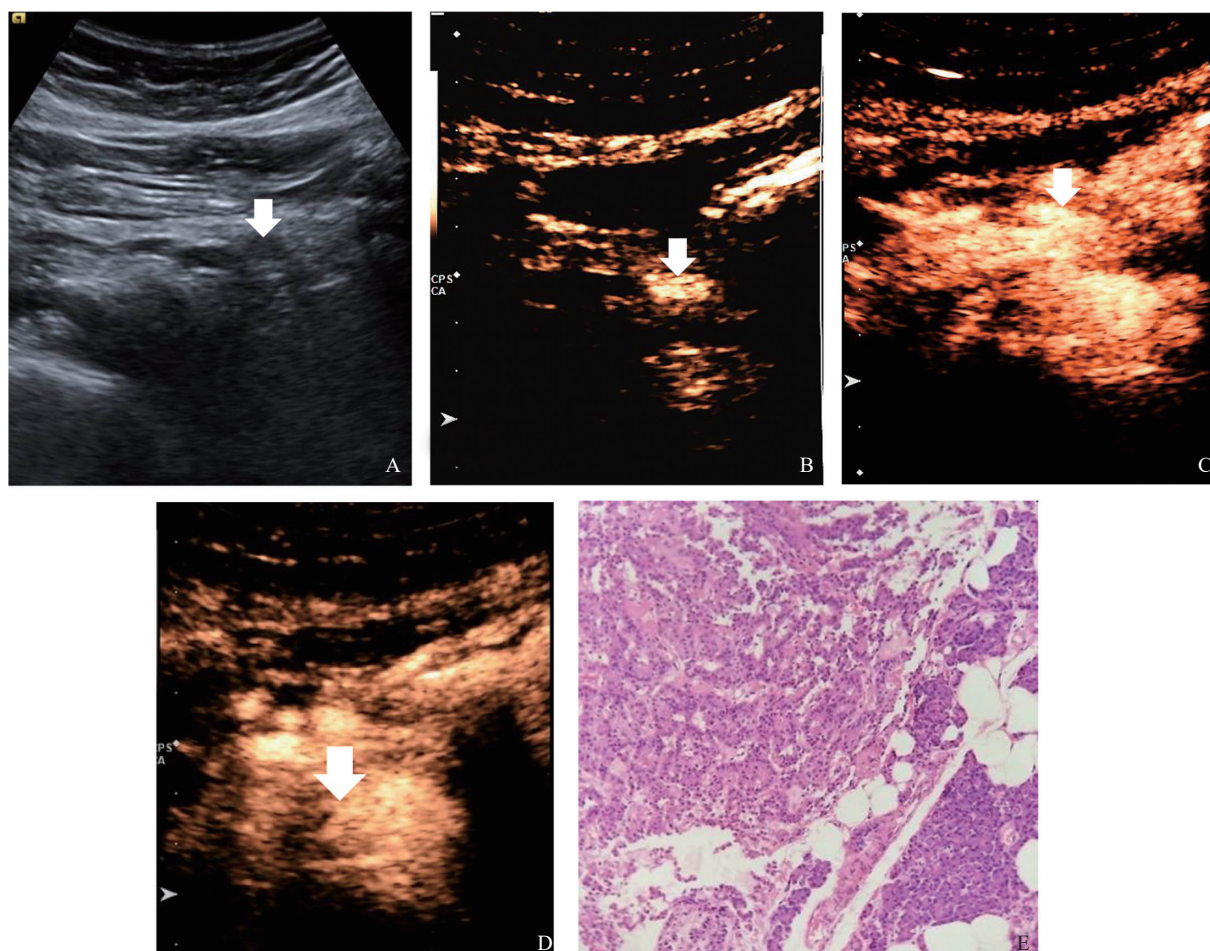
典型病例1 (胰体部NET G1) 的超声表现
